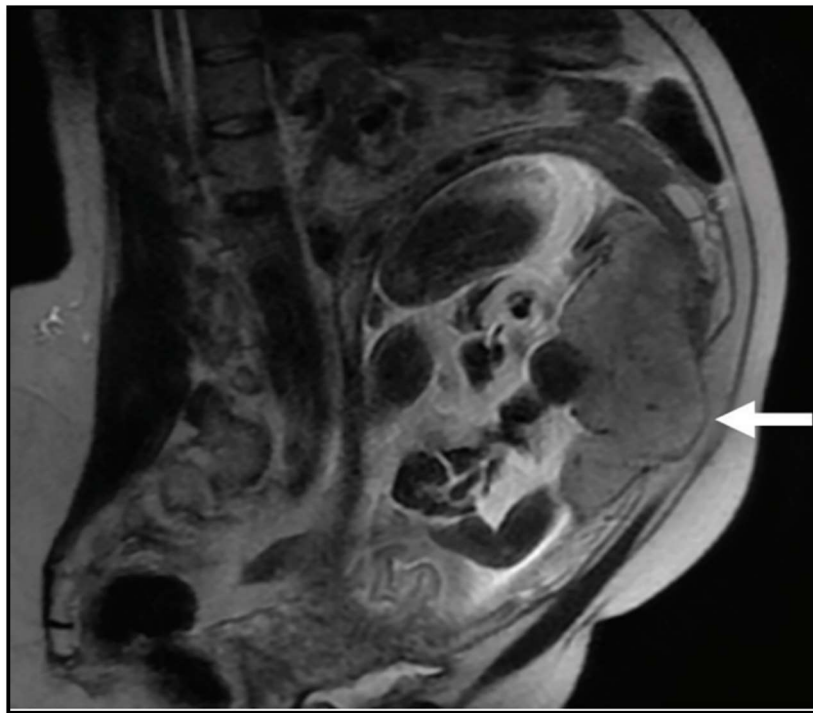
image IRM confirmant un placenta percreta par le bombement du placenta en dehors de la séreuse et en contact de la paroi abdominale antérieure (76)
